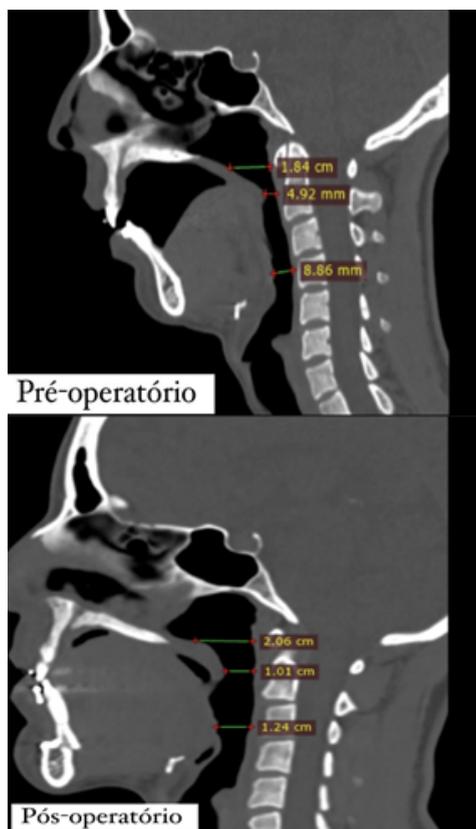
Mensurações do comprimento da faringe e pré e pós-operatório em pontos diferentes do corte sagital de tomografia computadorizada. Representando as medidas avaliadas: medidas A: comprimento mais superior; medida B: comprimento no ponto mais estreito da via aérea; medida C: comprimento mais inferior.
